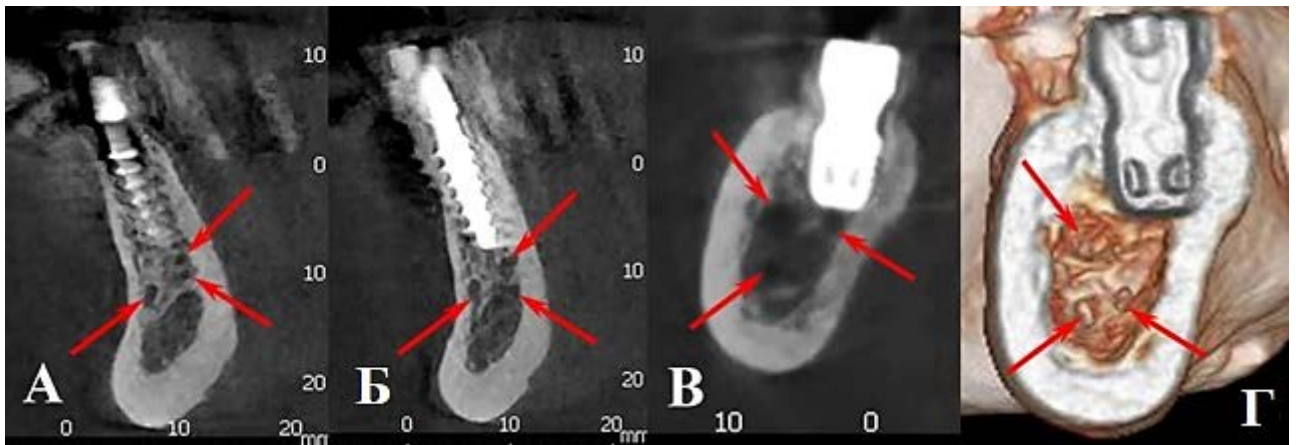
Рентгенологічні післяопераційні зображення: А-Б – моделі з вертикальною формою атрофії та поліканальною системою, після проведення бікортикальної імплантації, представлена сагітальним зрізом беззубого сегменту НЩ; В-Г – моделі з горизонтальною формою атрофії та поліканальною системою, після проведення субкортикальної імплантації, представлені сагітальним зрізом беззубого сегменту НЩ.
